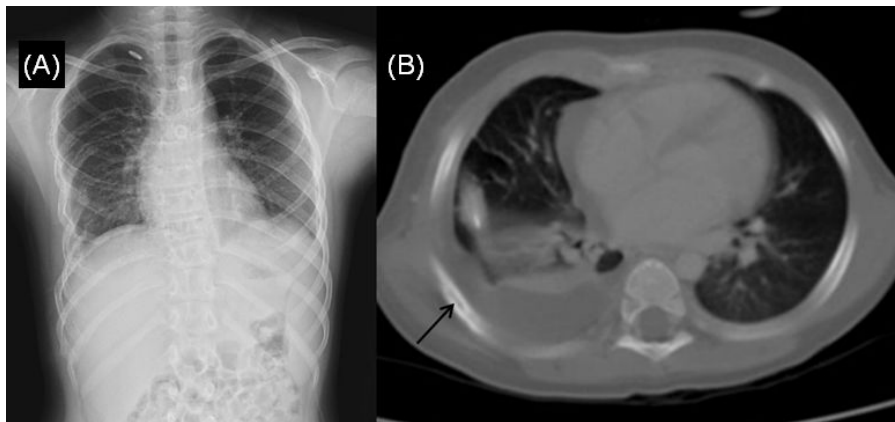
Initial chest X-ray (A) and chest computed tomopgraphy (B) showing right side pleural effusion. Osteolytic lesion on right rib are also showed (arrow).
